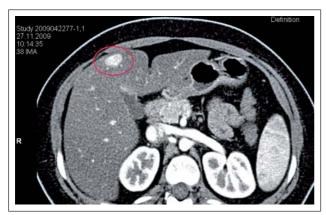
CT des Oberbauchs mit Kontrastmittel: In der portalvenösen Phase homogene Kontrastmittelanfärbung eines Pelioseherdes im Lebersegment 4b.
